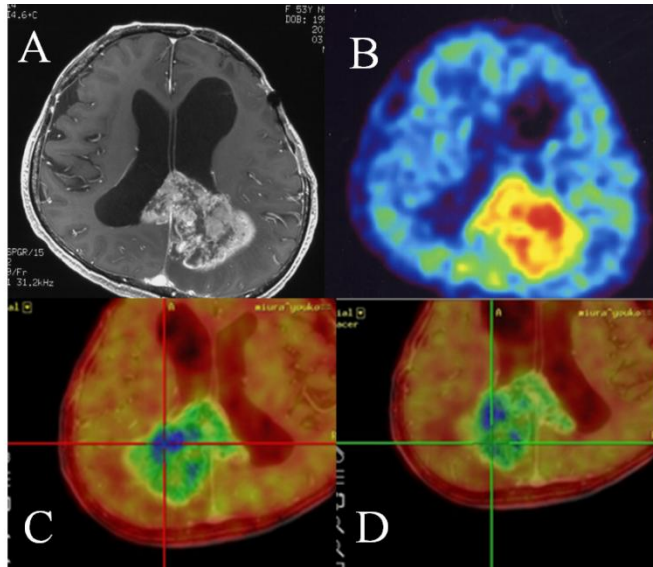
54 歳の女性。A, Gd-T1WI; B, FRP-170 PET。
